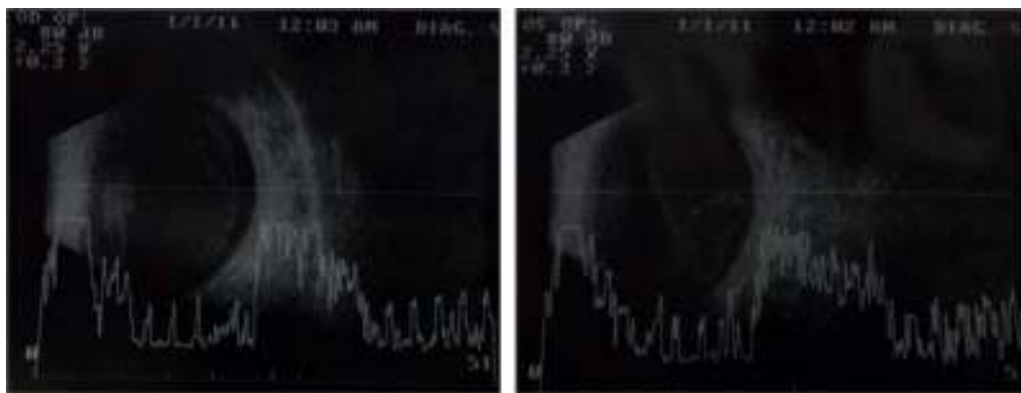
Ultrasonido modo AB.
